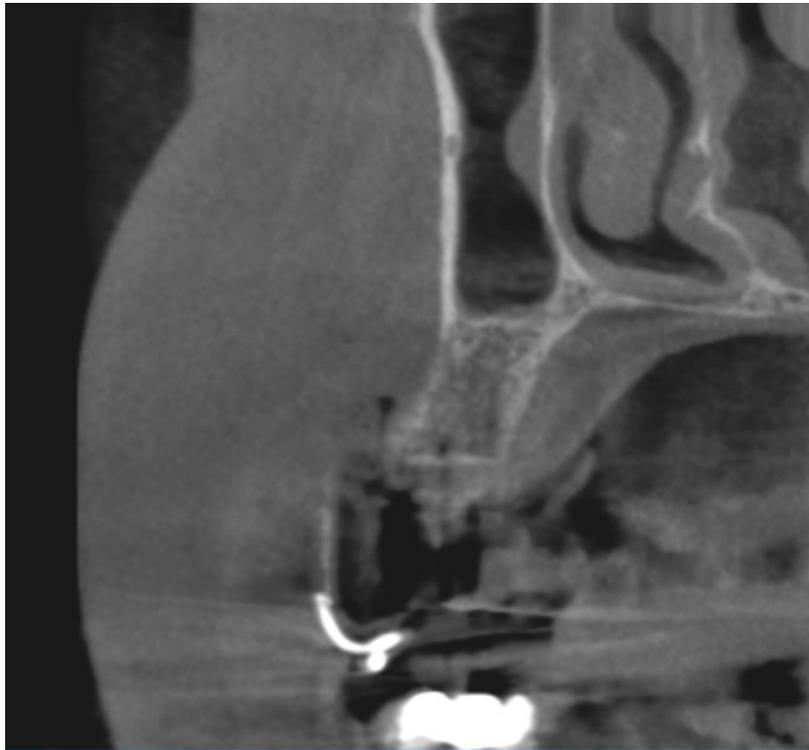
Tomografia três meses após extração corte coronal
